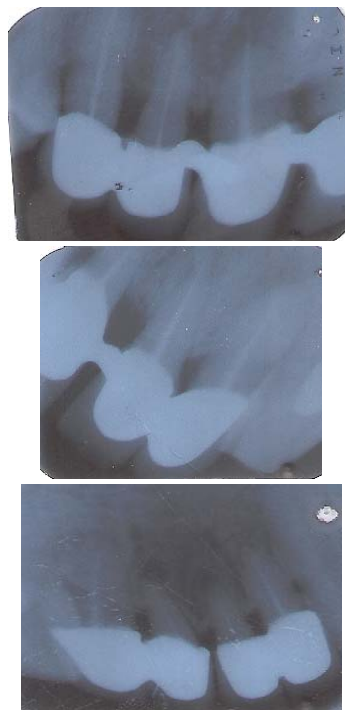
Radiographies de contrôle un an post-opératoire montrant un gain osseux et une stabilisation des lésions osseuses.
